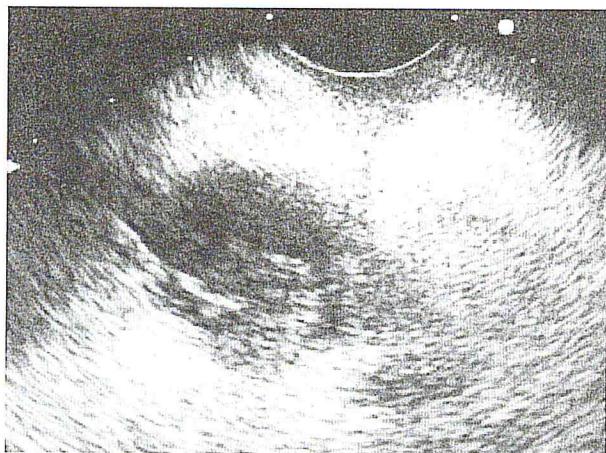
Эндоскопическое УЗИ цистаденокарциномы.
